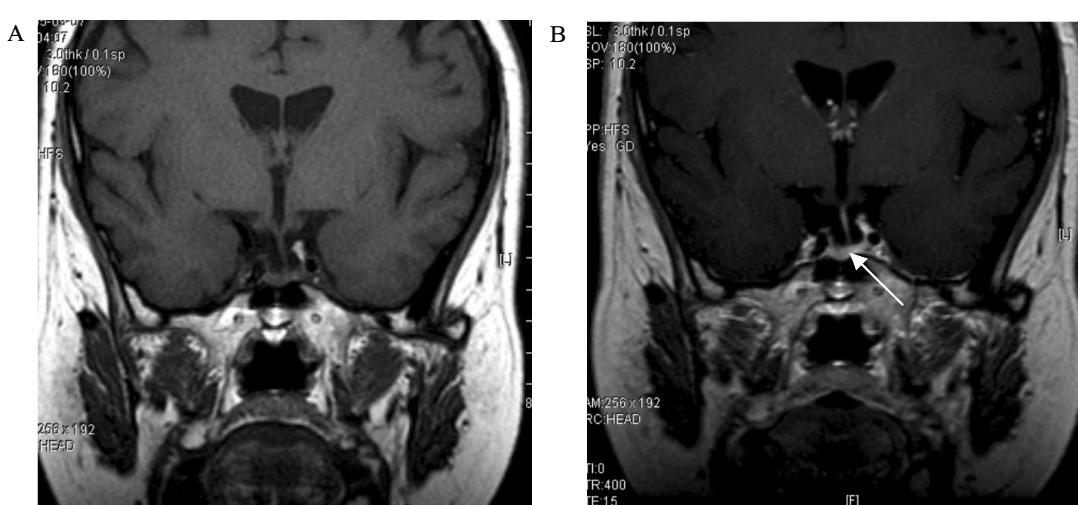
MRI of pituitary gland. A. Coronal T1-weighted MR scan shows a partially empty sella; B. Coronal post contrast T1-weighted MR scan shows a tiny hypointense lesion within the enhancing pituitary gland ($5 \times 4.9 \text{ mm}$ in size).
